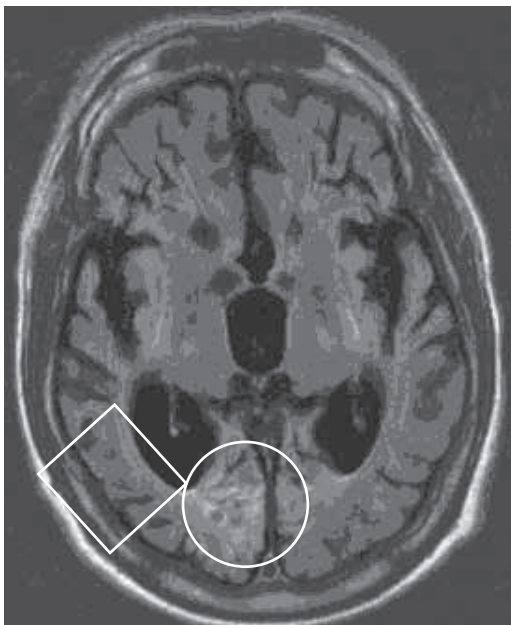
Paciente 3, RMN a los 30 meses del episodio hipóxico
